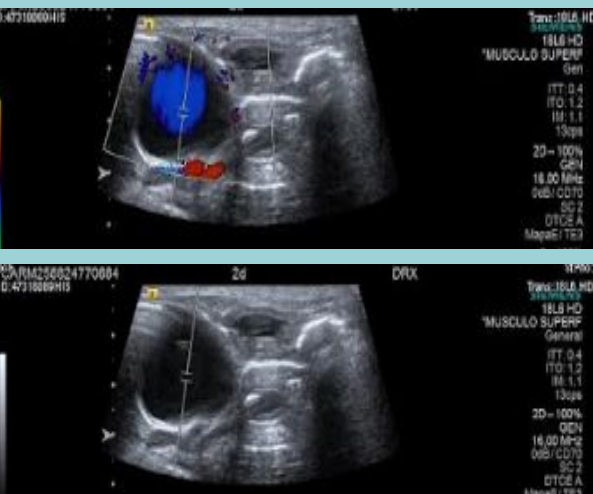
y 3. Ecografía postnatal
